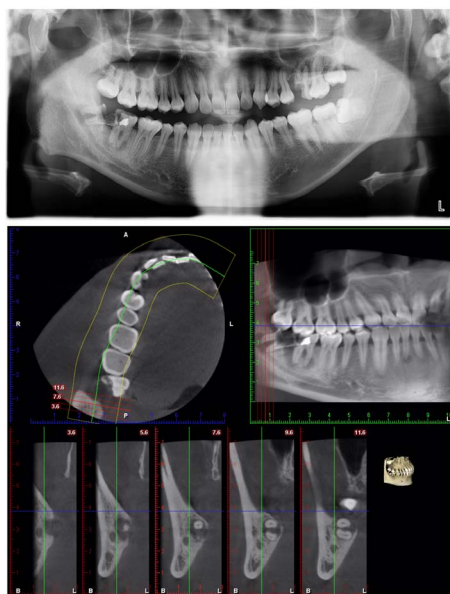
48 Position OPG bone white line interruption + CBCT no touch
